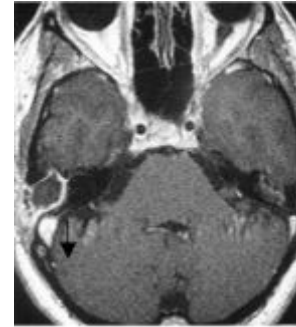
IRM en T1 avec Gadolinium en séquence tardive (45min) : pas de réhaussement signant un cholestéatome résiduel
